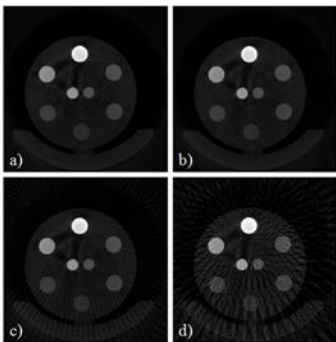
검출기 방향으로 절단이 없고 각도 방향 샘플링이 a) 480 view b) 240 view c) 120 view d) 60 view 의 투영데이터를 사용하여 재구성한 단층 영상
